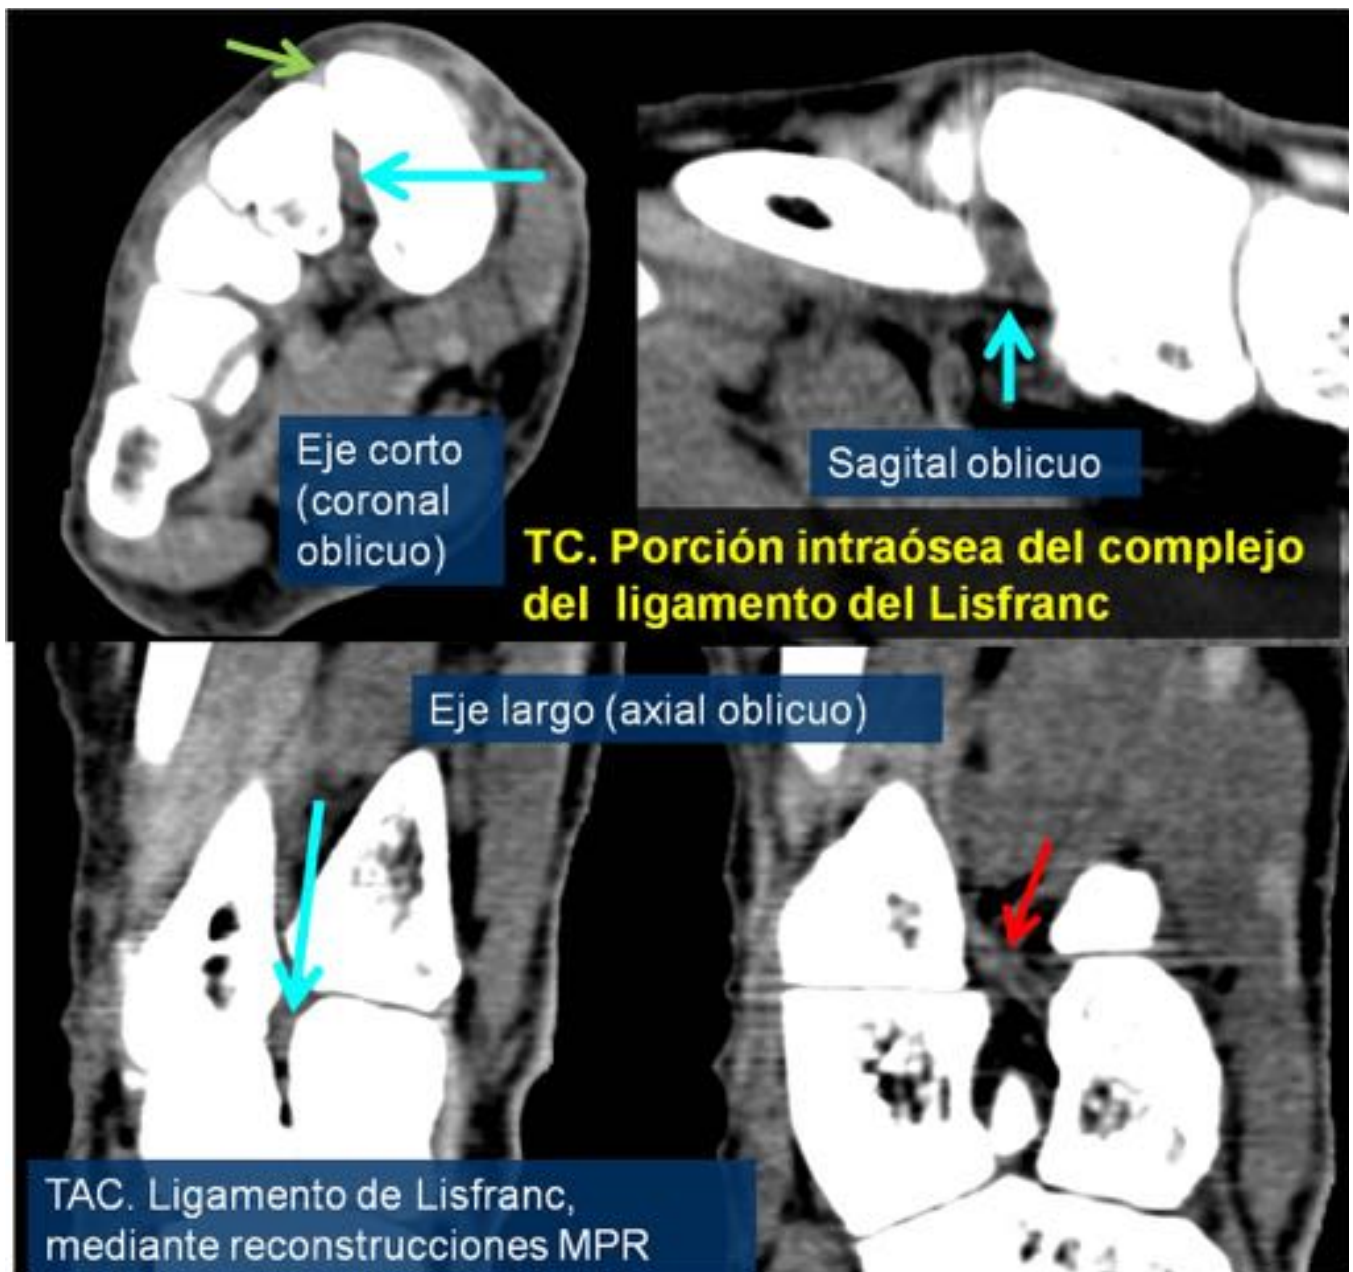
Complejo del ligamento de Lisfranc, valorado mediante TAC
